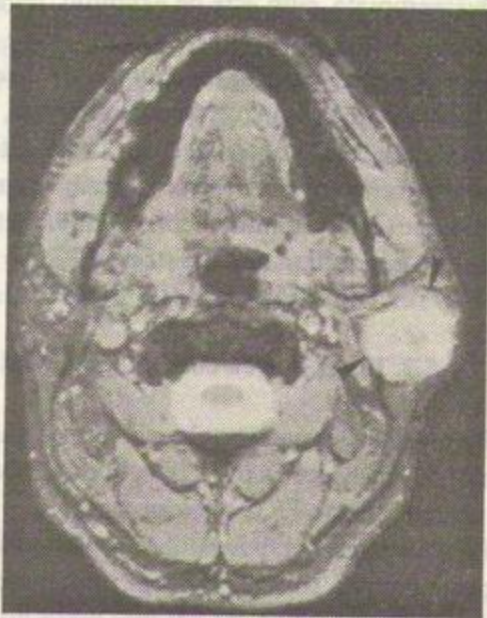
Imagini RM. a. Secțiune transversală la nivelul regiunii cervicale superioare; săgețile indică o tumoră benignă a glandei parotide stîngi; b. Secțiune longitudinală în plan median a regiunii lombare.
